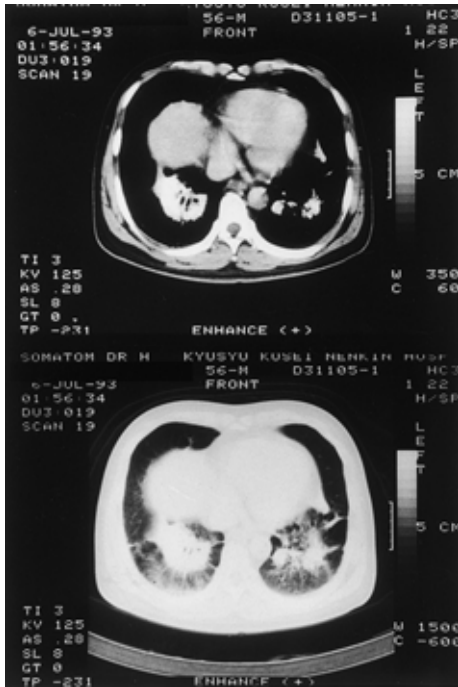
Chest CT scan shows high-density, massive lesions with air bronchogram, spiculation and emphysematous change.
